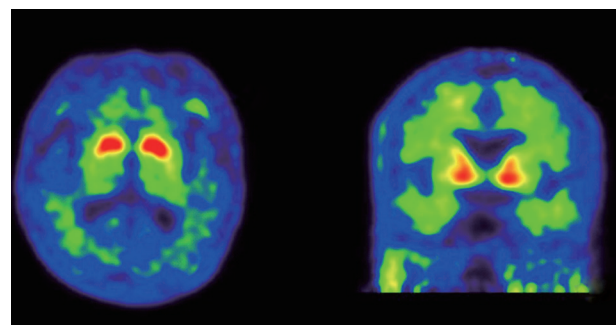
FP-CIT PET shows decreased FP-CIT uptake in the bilateral posterior putamen with relative sparing of the ventral putamen.
